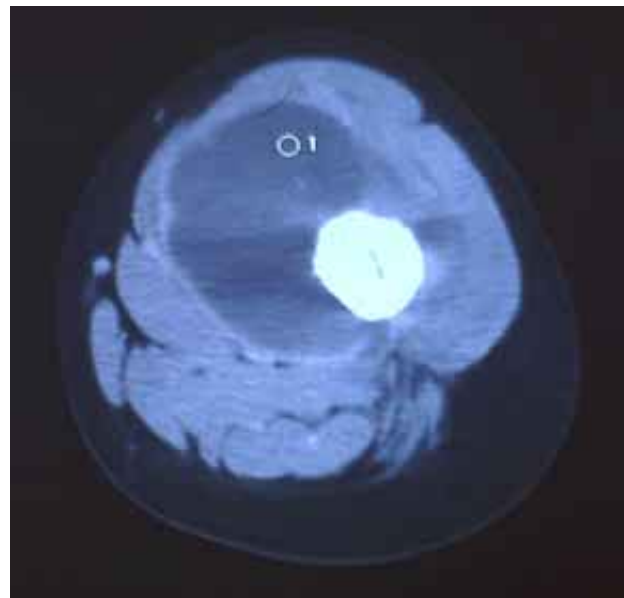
Tomografía axial computarizada del muslo izquierdo donde se observa un tumor hipodenso, homogéneo de los tejidos blandos sin afección ósea.
